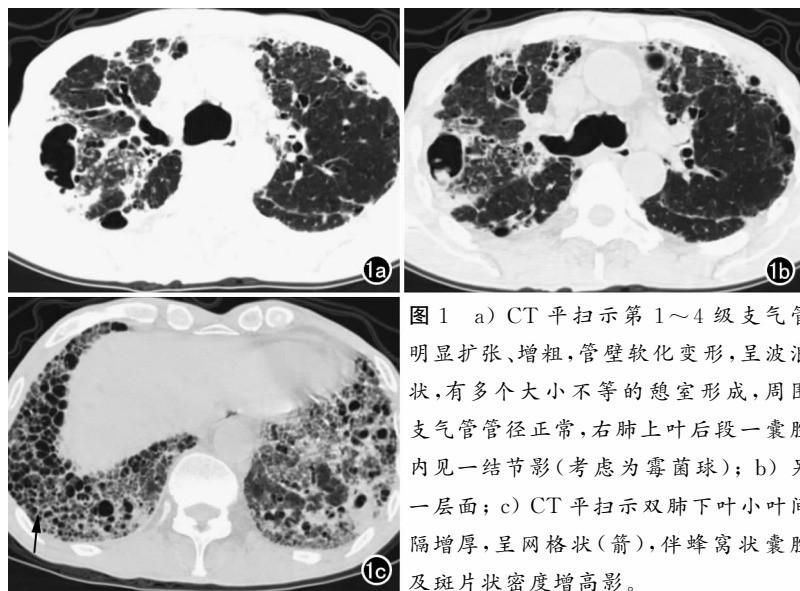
a) CT平扫示第1~4级支气管明显扩张、增粗,管壁软化变形,呈波浪状,有多个大小不等的憩室形成,周围支气管管径正常,右肺上叶后段一囊腔内见一结节影(考虑为霉菌球); b) 另一层面; c) CT平扫示双肺下叶小叶间隔增厚,呈网格状(箭),伴蜂窝状囊腔及斑片状密度增高影。
